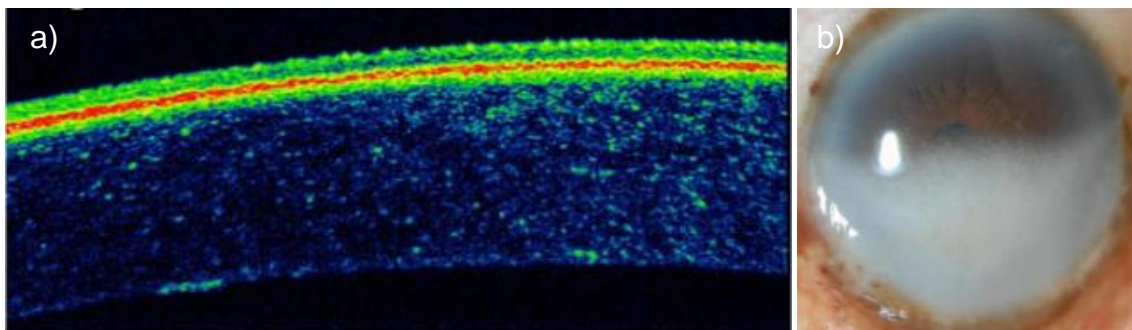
Queratopatía en banda. Imagen a), muestra una tomografía de coherencia óptica anterior con hiperreflectividad por calcificación en la membrana de Bowman, observándose como una línea naranja seguido del epitelio⁽³⁸⁾; y en la imagen b), se observa la córnea con queratopatía en banda en los dos tercios corneales inferiores⁽³⁷⁾.
